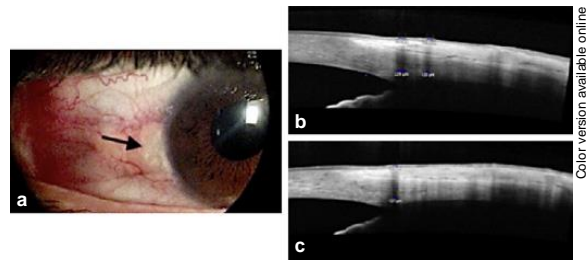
a Image of the right eye through slit-lamp examination. The arrow is pointing to a calcified area. b Tomography of optical coherence showing 2 areas of calcification with acoustic shadow measuring 142×222 and $120 \times 142 \mu\text{m}$ before parathyroidectomy. c Tomography of optical coherence obtained in the same incidence showing only one calcified area with acoustic shadow measuring $106 \times 142 \mu\text{m}$ 3 months after parathyroidectomy.
